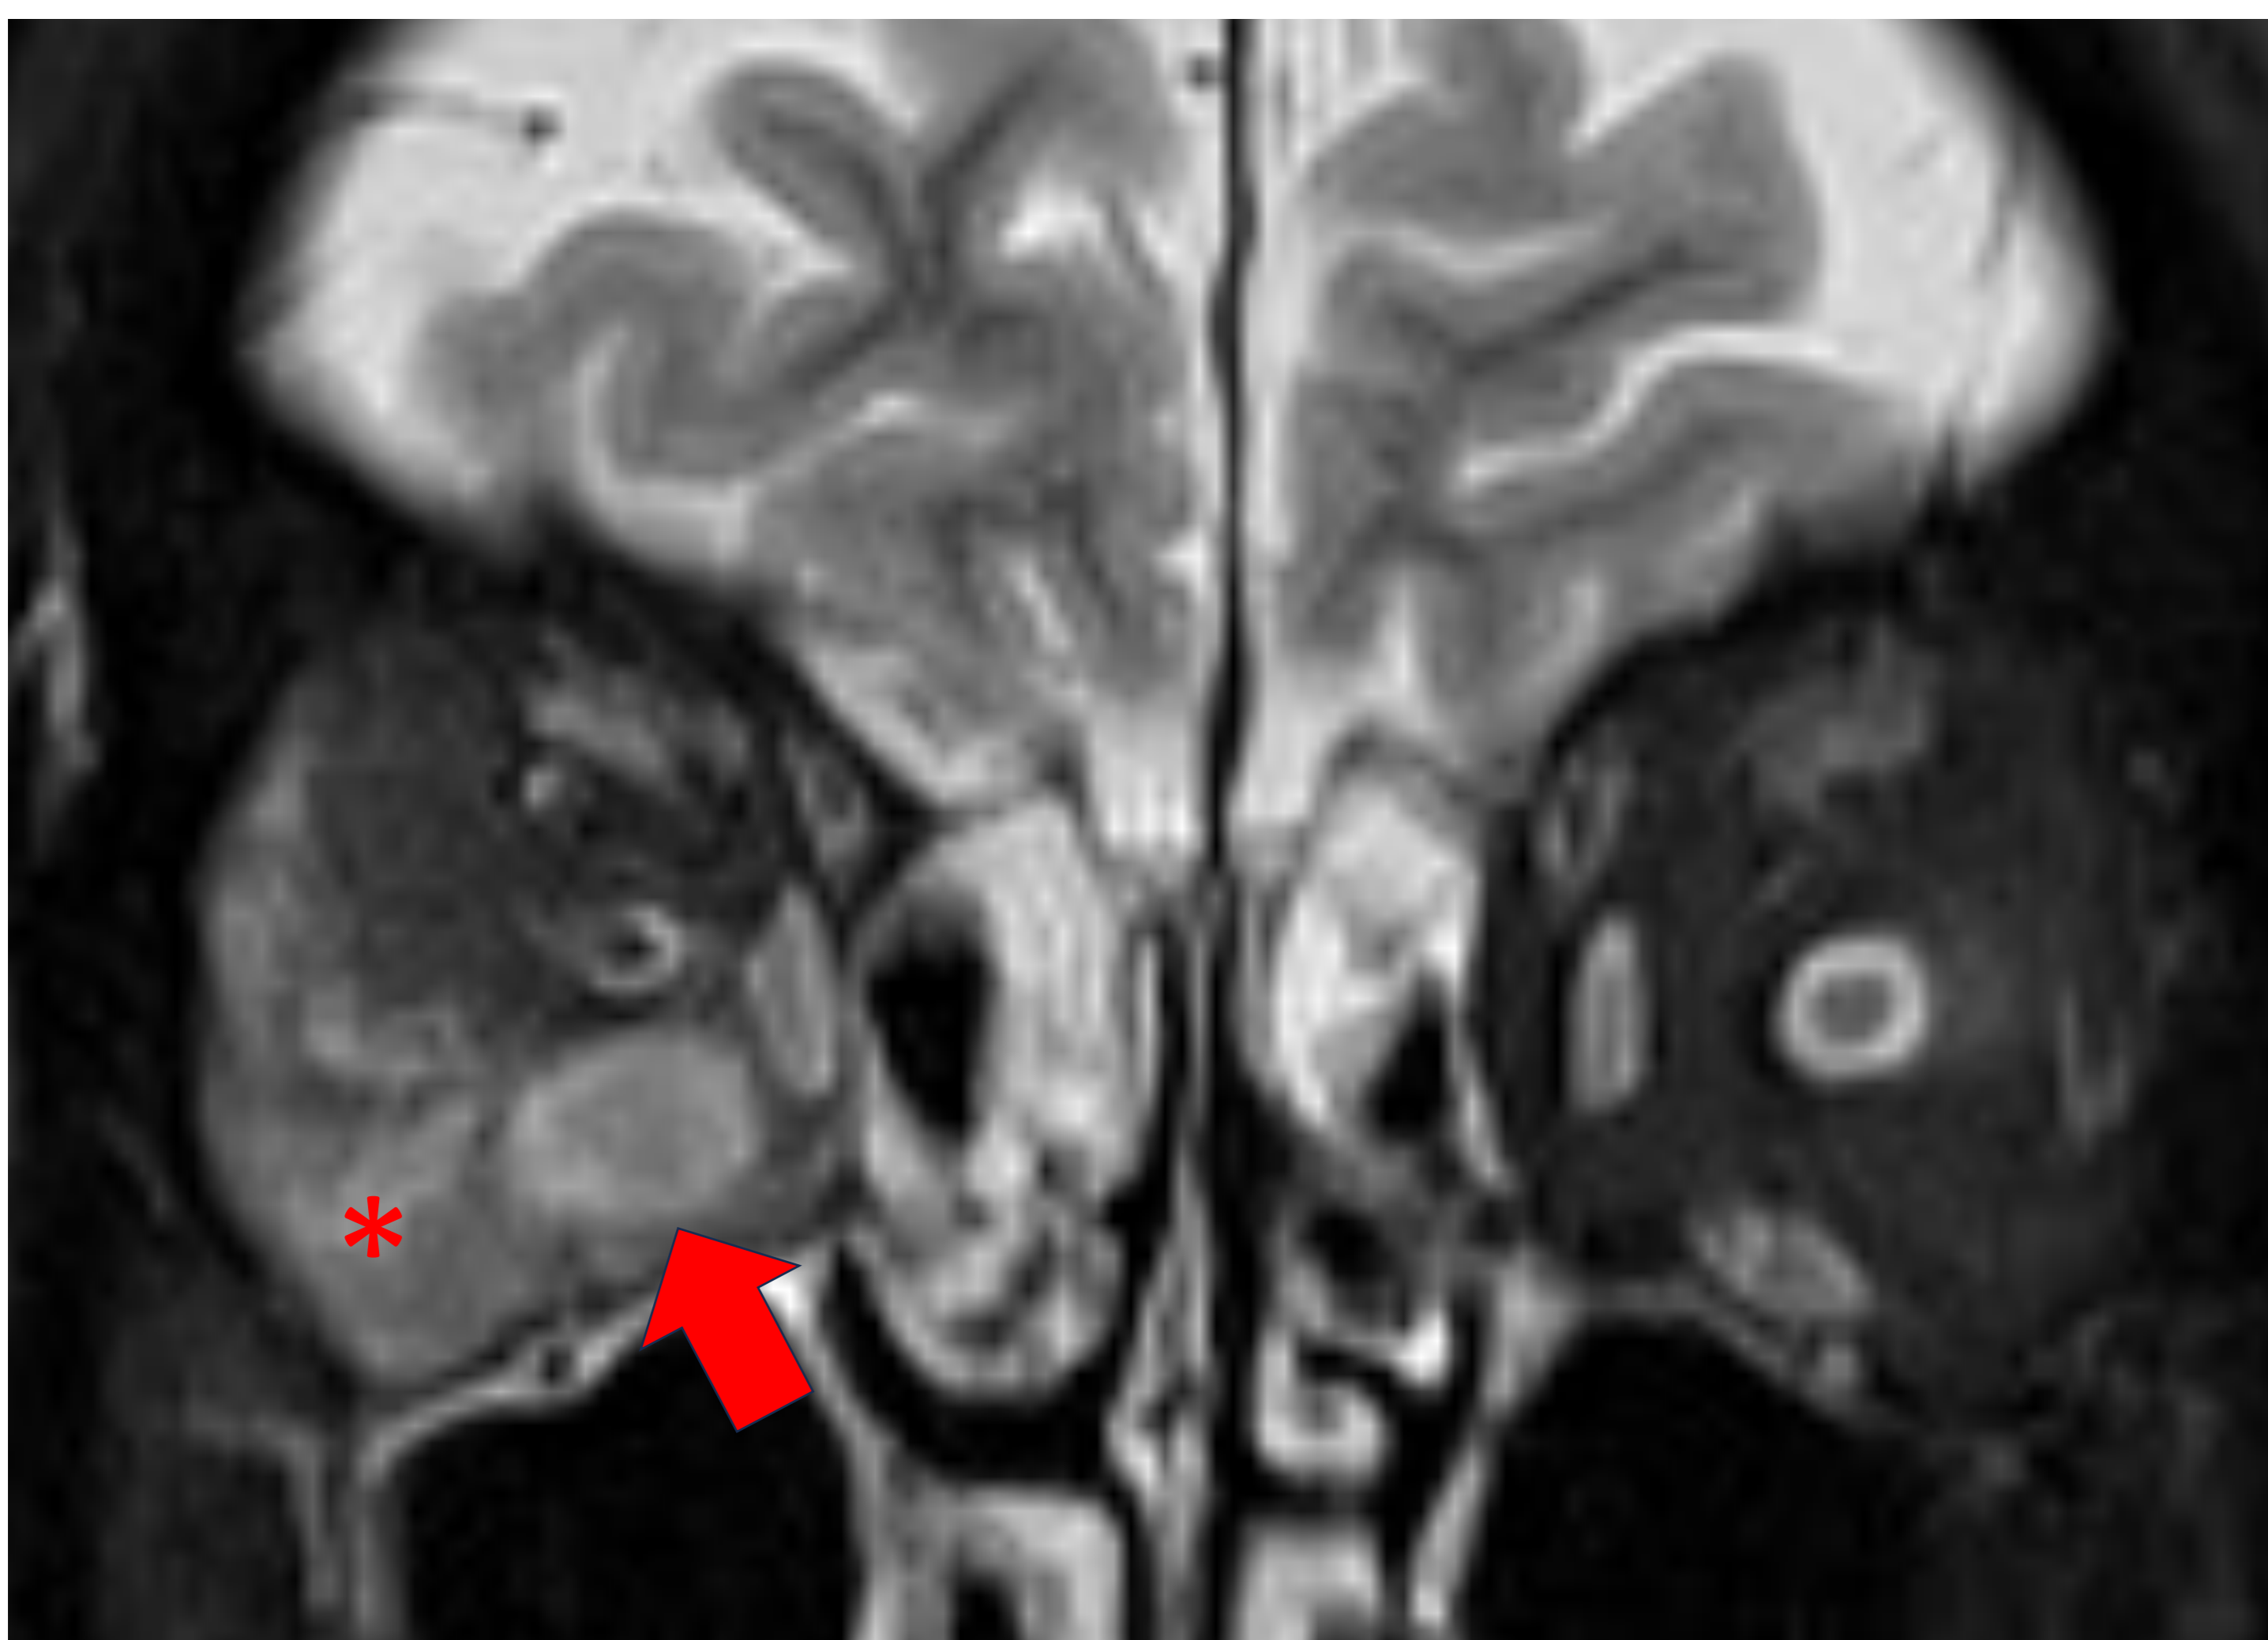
Pseudotumor inflamatorio. RM. Aumento de volumen del vientre muscular del recto inferior (flecha) que asocia alteración de señal. Edema en la grasa extraconal e intraconal (asterisco).
